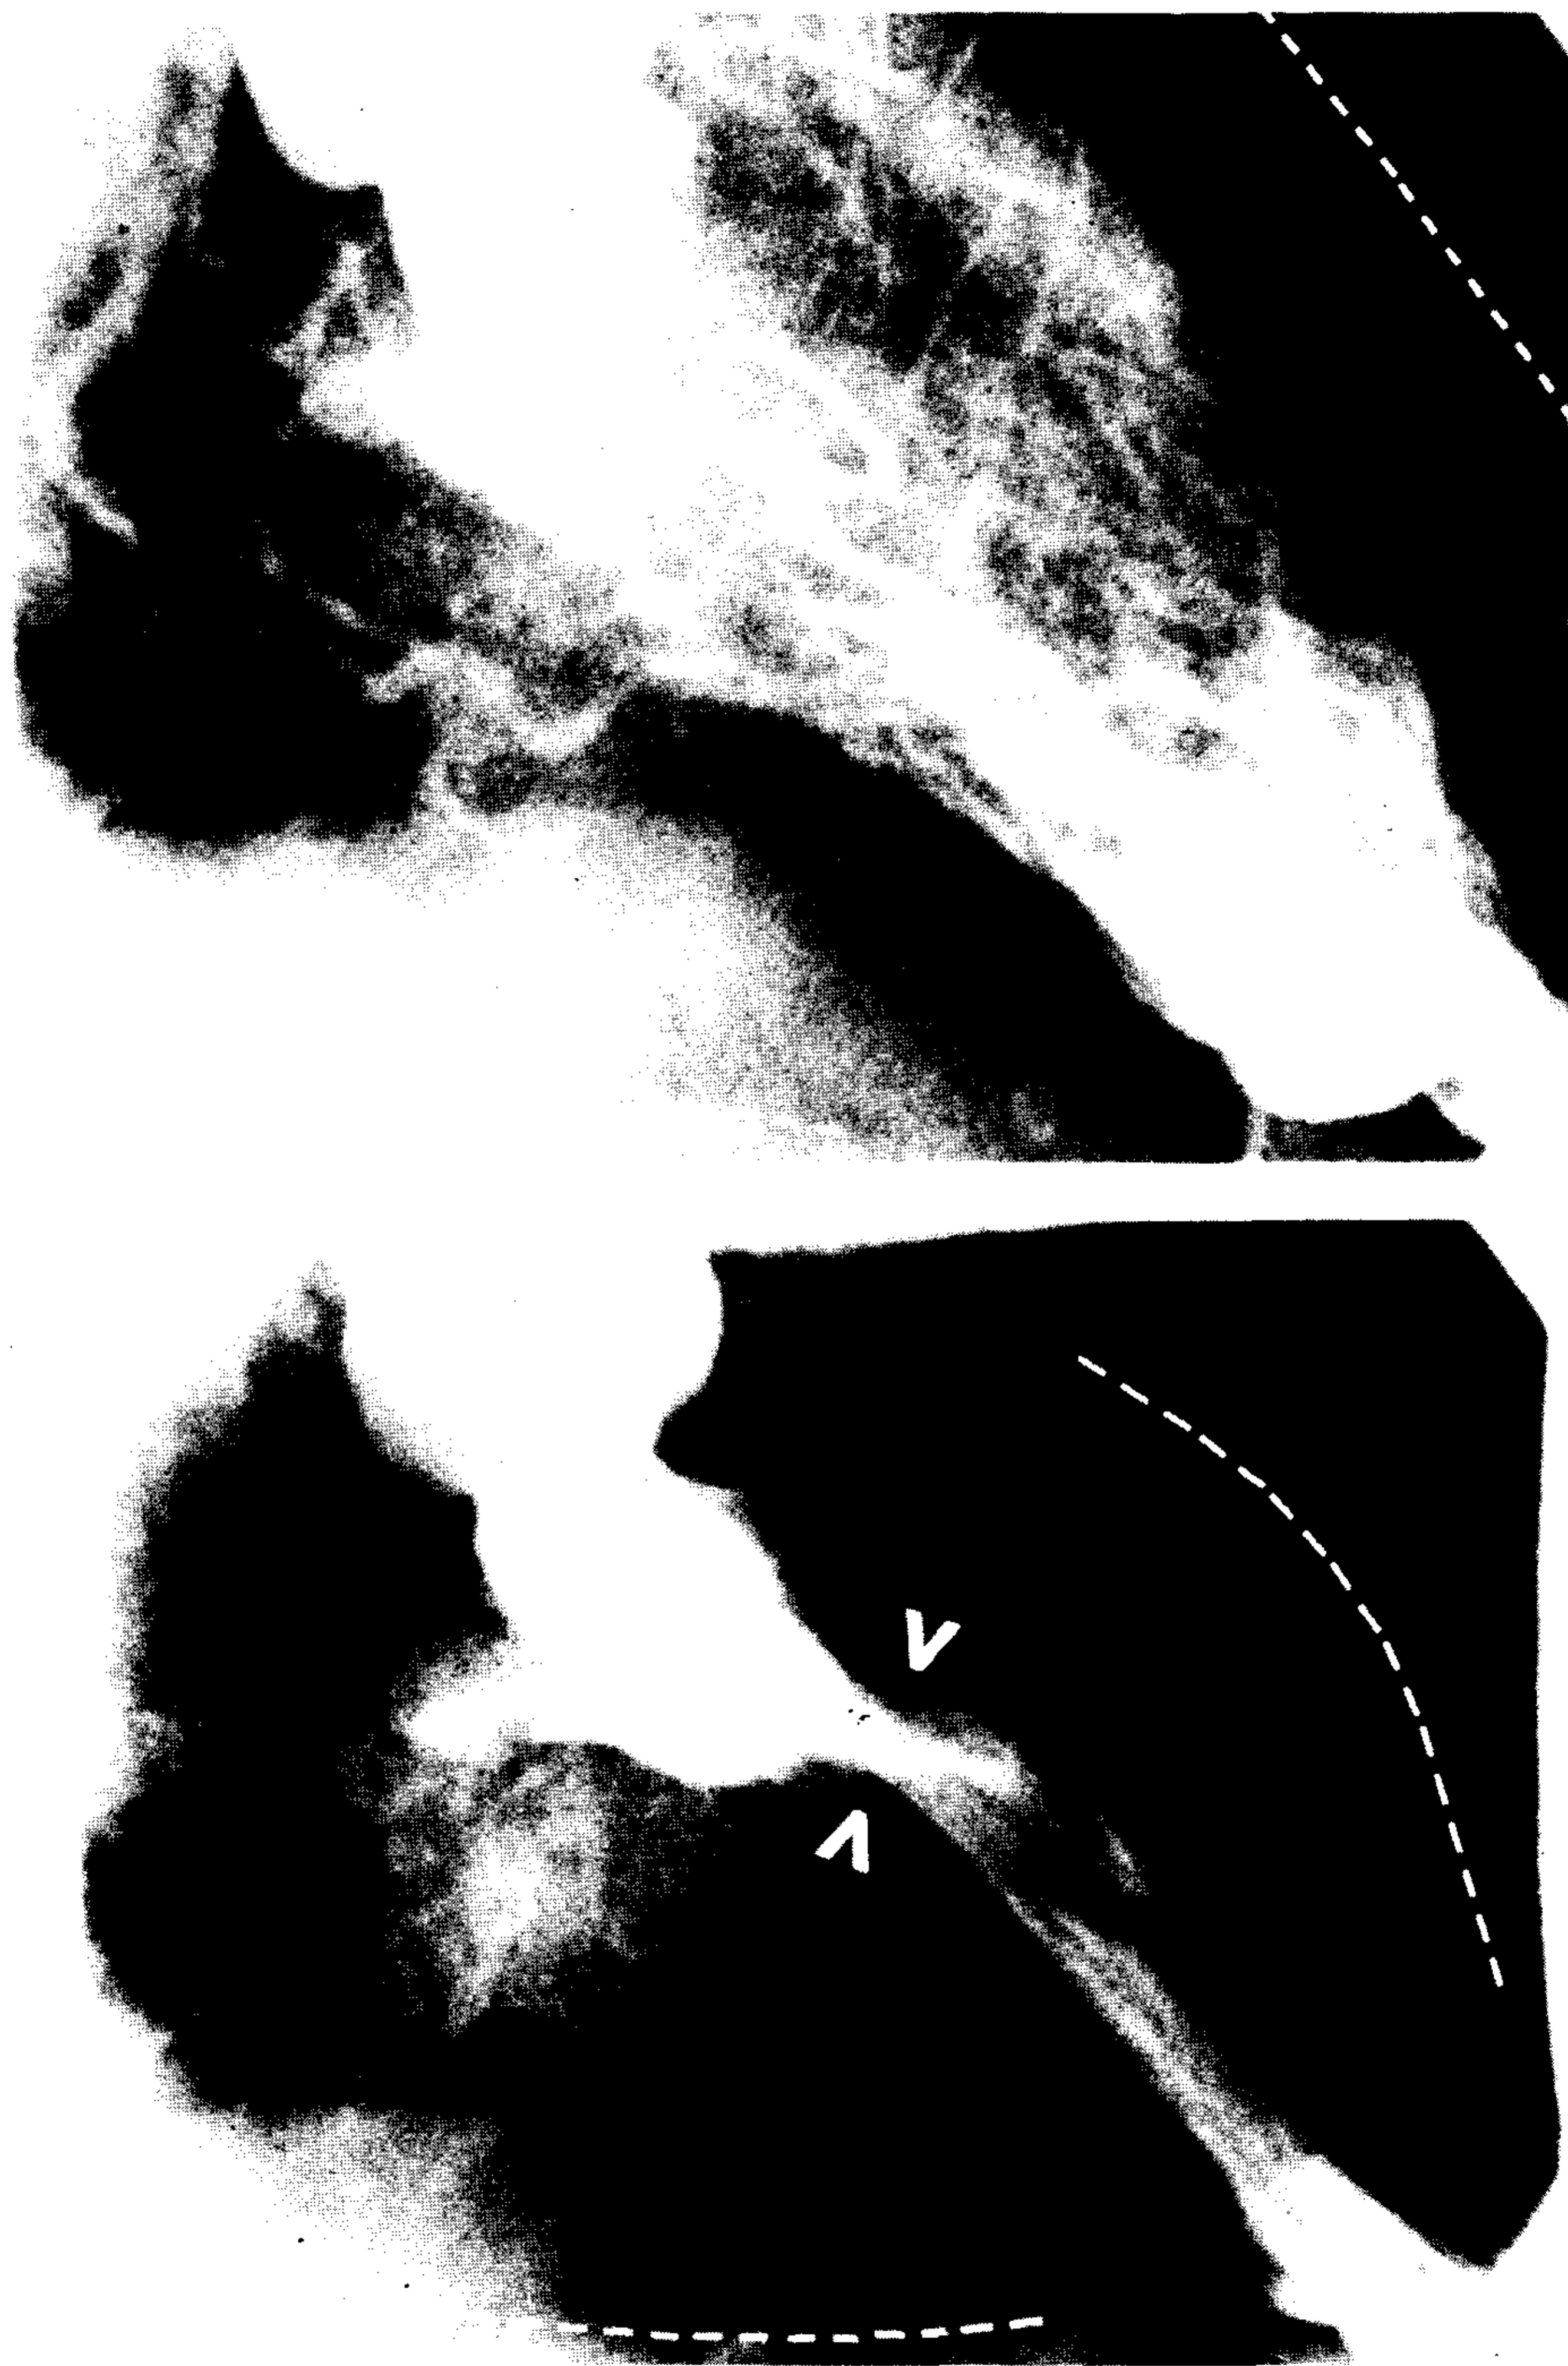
End-diastolic (top) and end-systolic (bottom) frames from an RAO left ventriculogram in a patient with severe systemic hypertension and coronary artery disease who suffered a previous apical myocardial infarction. Note severe left ventricular hypertrophy and an akinetic apical chamber producing a silhouette resembling mid-ventricular obstructive HCM (arrows). There was no echocardiographic or hemodynamic evidence of HCM (courtesy of Dr. R. Schlamowitz).
